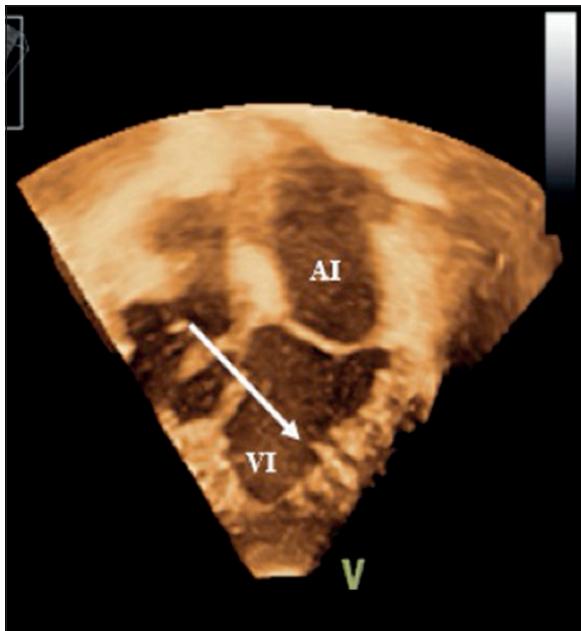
Ecocardiografía 3-D en donde se observa en la pared libre del VI la presencia de dos capas: una con hipertrabeculación y recessos intertrabeculares (flecha) y la otra compacta.
